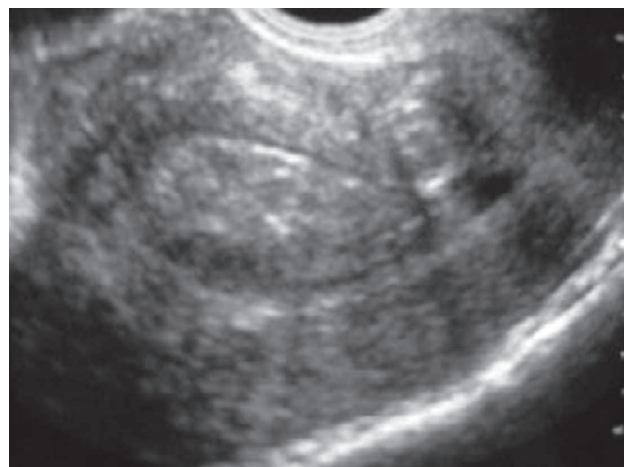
УЗИ-картина миграции субмукозного узла после ЭМА
